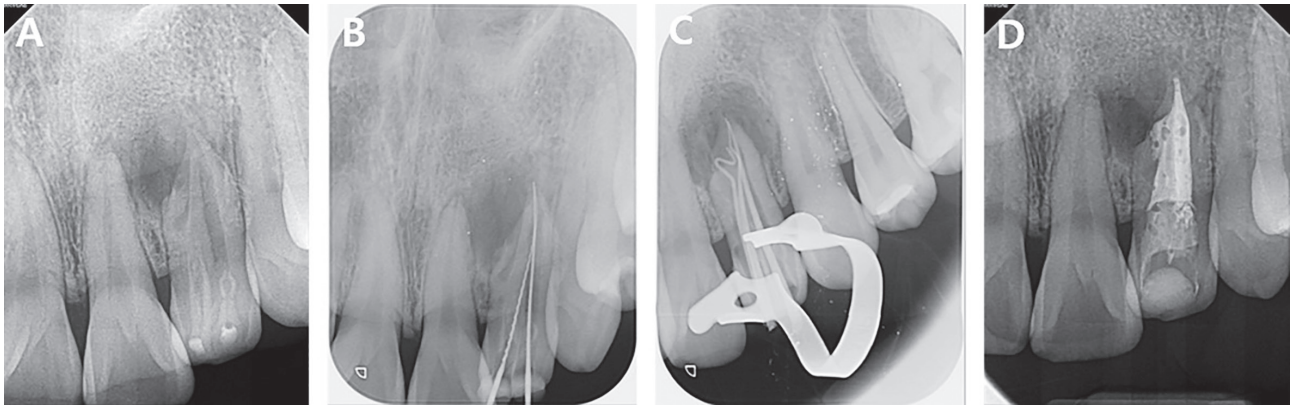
Root canal therapy of maxillary left lateral incisor with Dens invaginatus. (A) Preoperative radiograph. (B) Radiograph during endodontic treatment. Initial apical file adaptation. (C) Master cone adaptation. (D) Radiograph of the last endodontic treatment. The canal filling was done.
